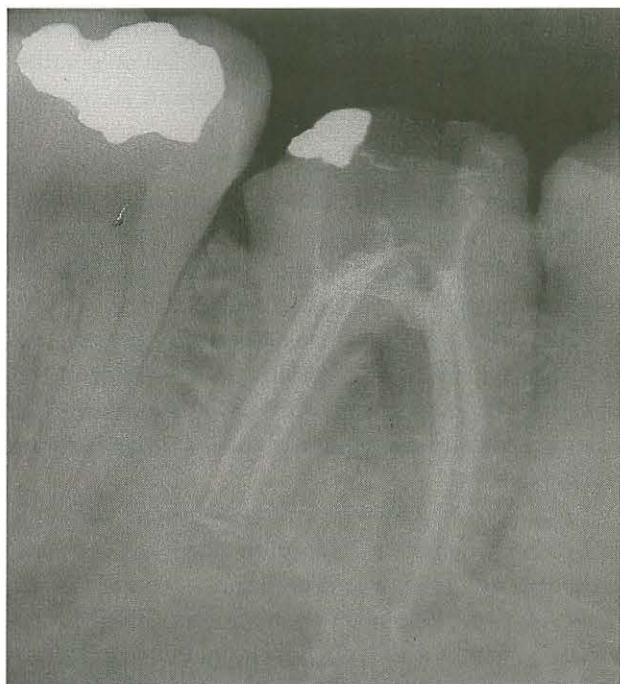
Caso 2. Radiografía periapical del final del tratamiento endodóncico con cuatro conductos en el 46.
